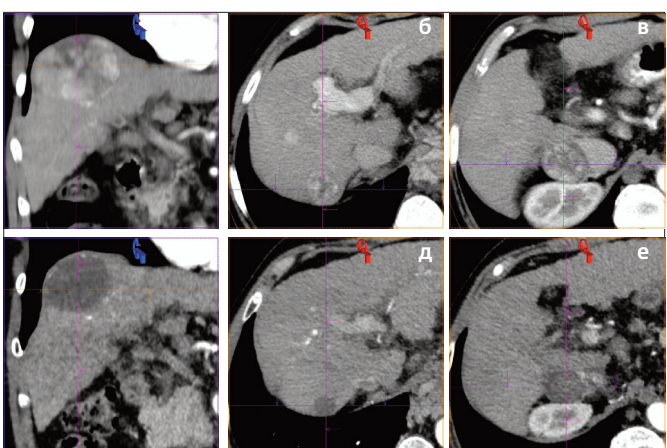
(а-е). Результаты комбинированного локорегионарного лечения ГЦР стадии ВCLC B II (продолжение рис. 19): а-в. Артериальная фаза МСКТ до начала лечения – визуализируется три гиперваскулярных узла ГЦР размерами 67х66х65 мм, 32х27х25 мм и 40х35х34 мм, соответственно; г-е. Артериальная фаза МСКТ через 2 мес. после МВА третьего узла ГЦР – полный ответ в трех узлах по mRECIST; данных за наличие остаточной неаблированной опухоли, локальное прогрессирование или локальный рецидив заболевания нет.
